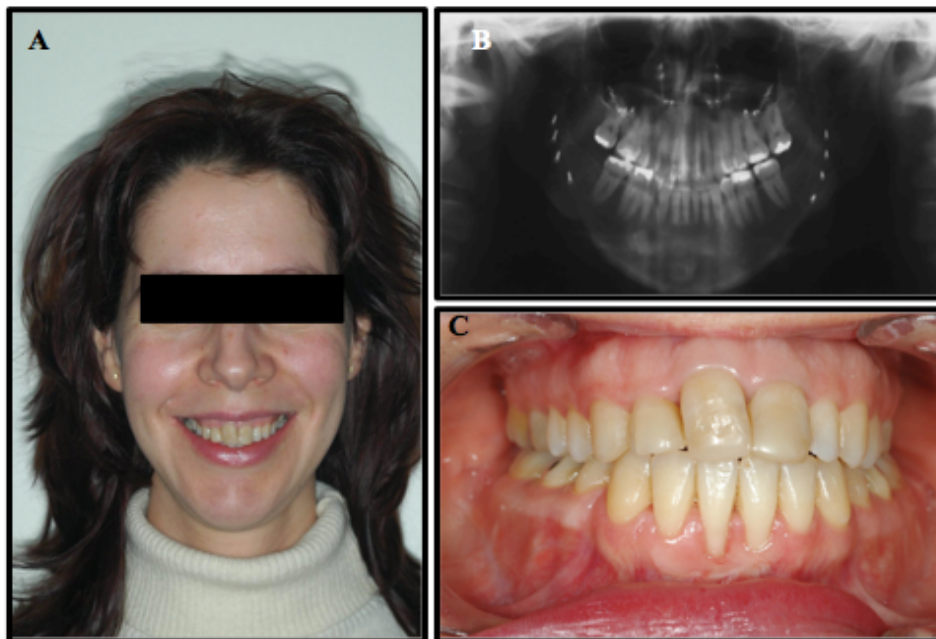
Fotografia extra-oral (A) e intra-oral (C) e Ortopantomografia pós-tratamento.
